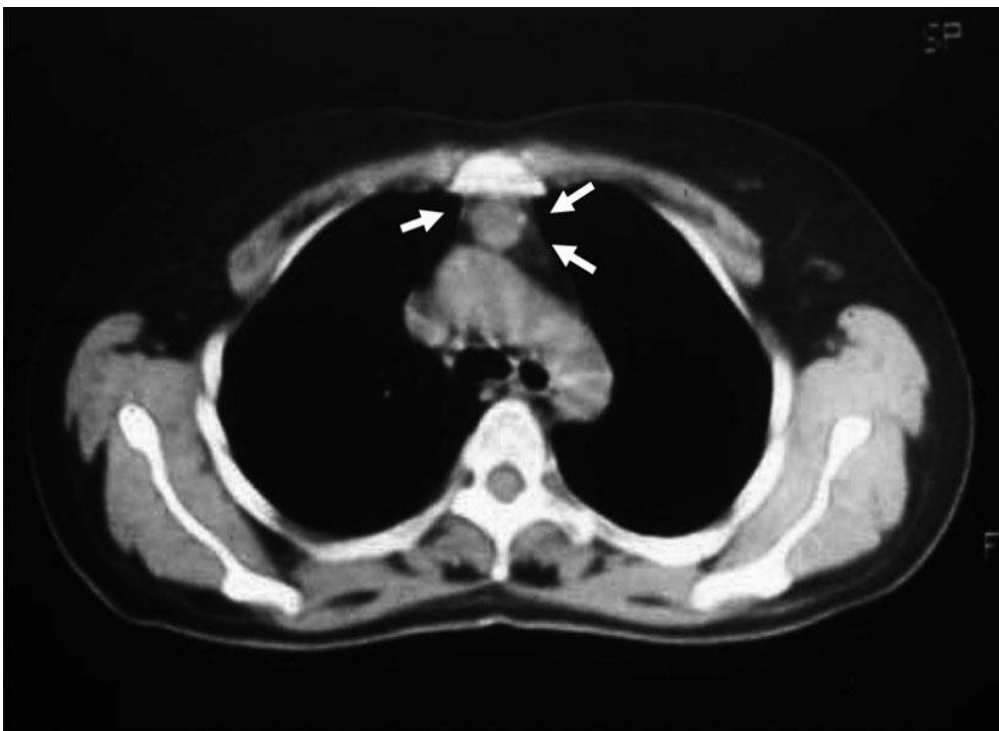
TDM thoracique montrant un thymus hyperplasique résiduel
